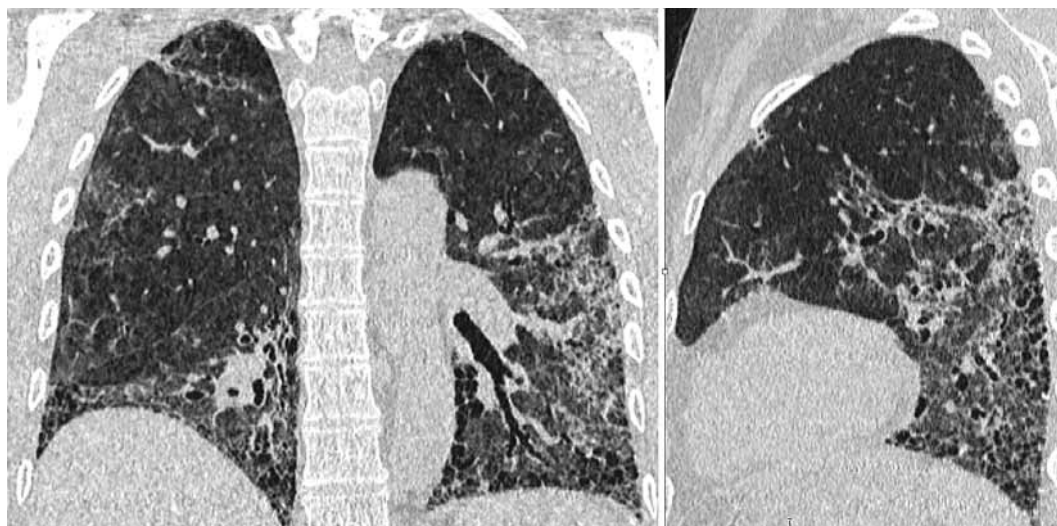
Корональный и сагиттальный сканы пациентки Р. на фоне иммуносупрессивной терапии (2018), полученные при проведении компьютерной томографии высокого разрешения
